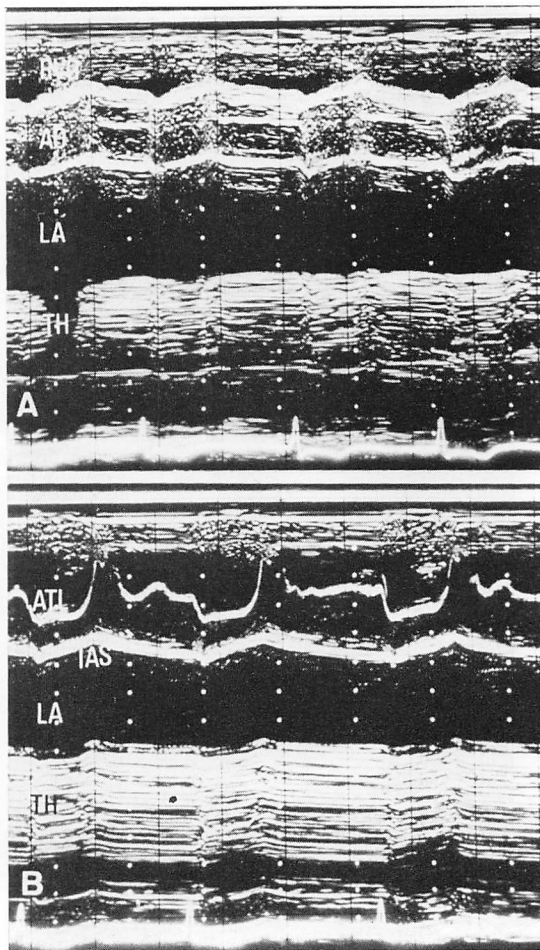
M-mode echocardiograms in a 59-year-old female with mitral stenosis.
